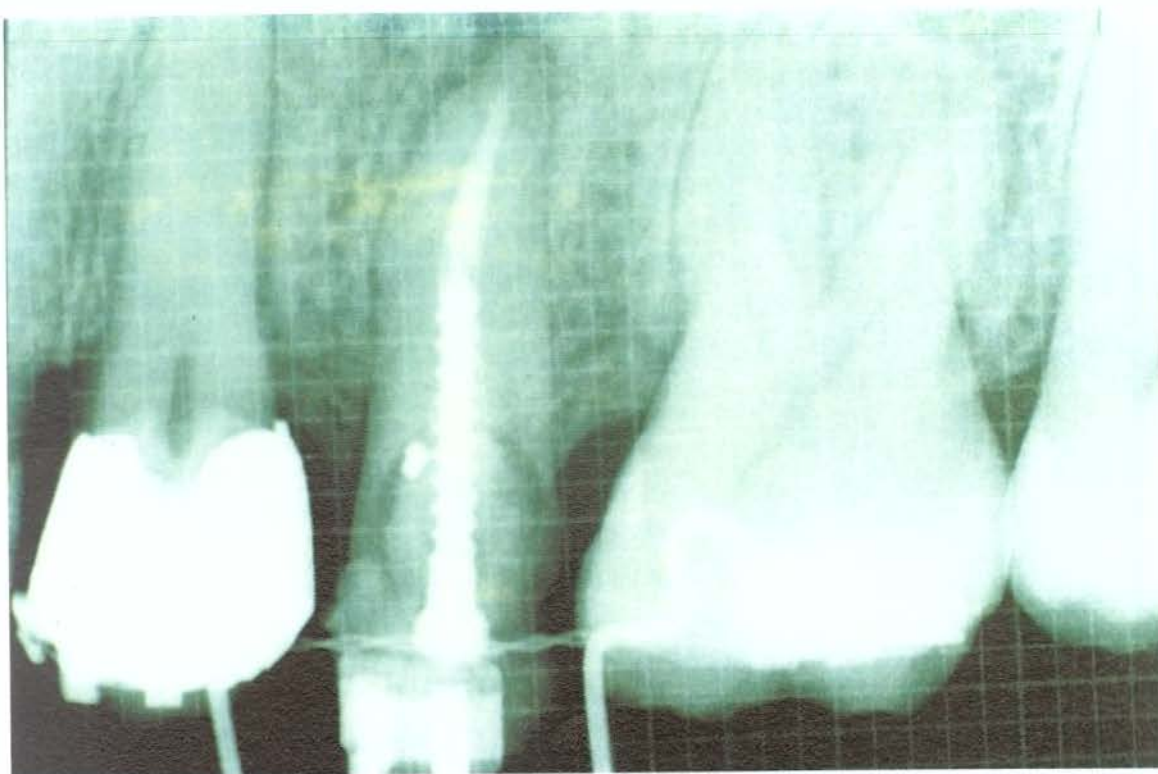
Raio X periapical milimetrada da região 25 aos 15 dias do período ativo.
